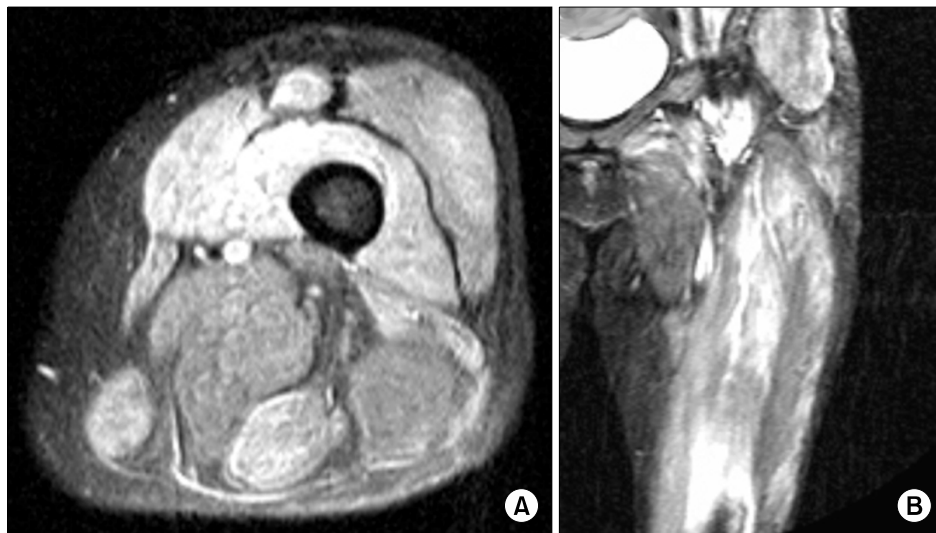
Increased signal intensity in vastus intermedius, vastus lateralis, rectus femoris muscle, semitendinosus sartorius and short head muscle of biceps femoris on transverse (A) and coronal (B) view of fat suppressed T1-weighted MR images.
